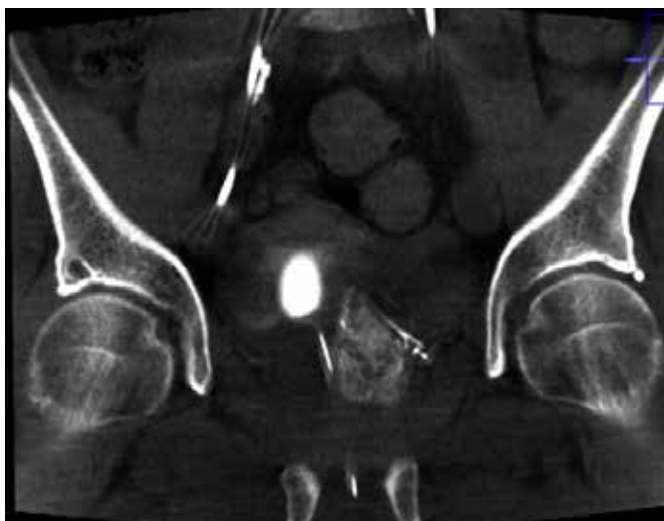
Coronar rekonstruktion från Cone-beam CT (CBCT) vid PAE bekräftar korrekt kateterposition innan embolisering vid PAE.
